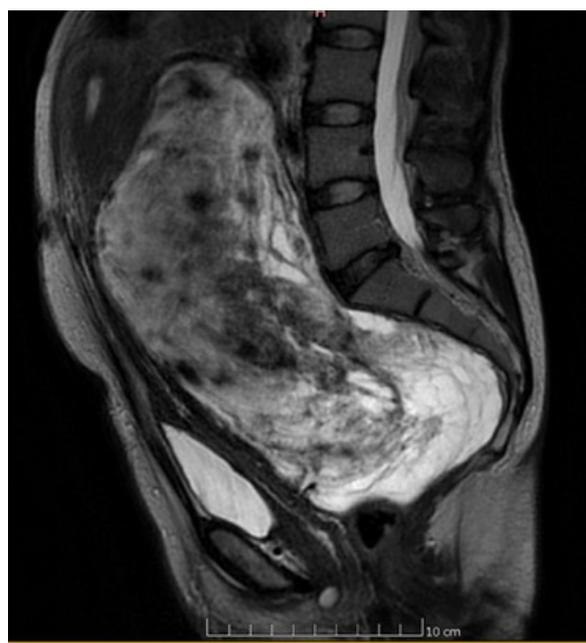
RMN; corte sagital en T2
